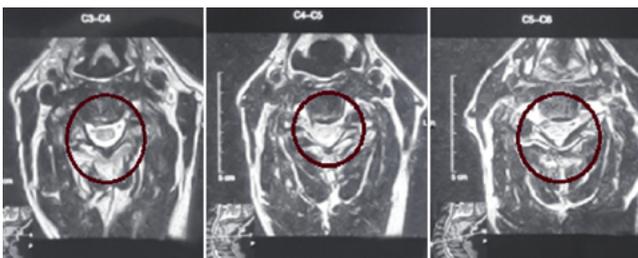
RM simple corte axial de columna cervical, se evidencia canal cervical estrecho C3, C4, C5, C6. Compresión medular por engrosamiento del ligamento amarillo y protrusiones discales a ese nivel.
